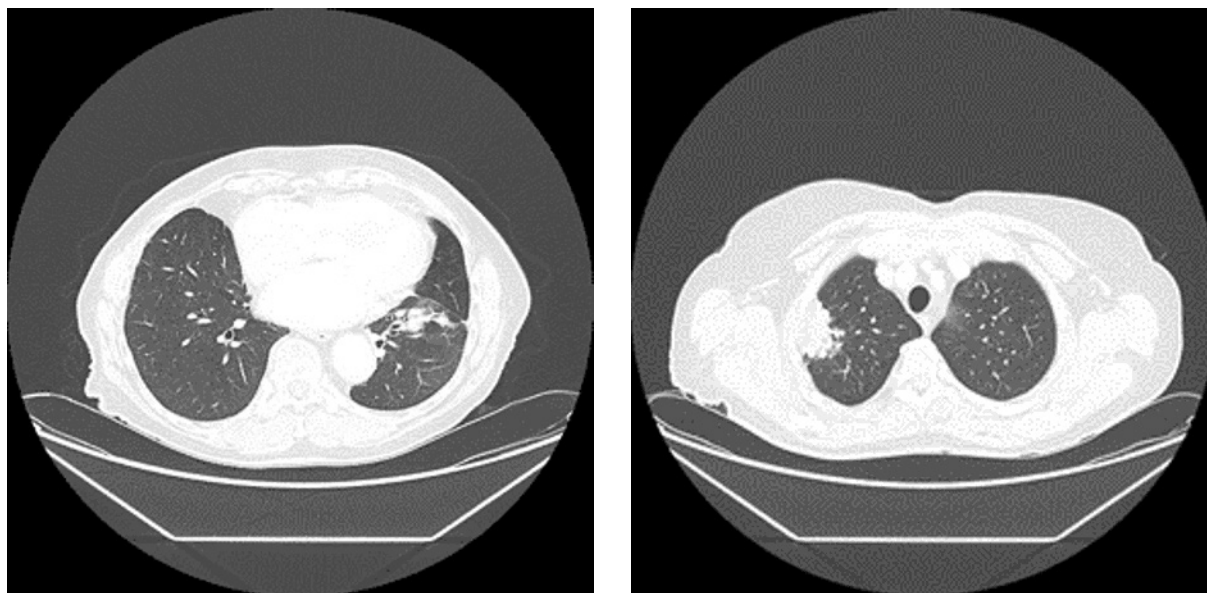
Zdjęcia z badania TK chorej leczonej wismodegibem z powodu BCC z przerzutami do płuc. Badanie z dnia 29.08.2017 r. (opis w tekście)
